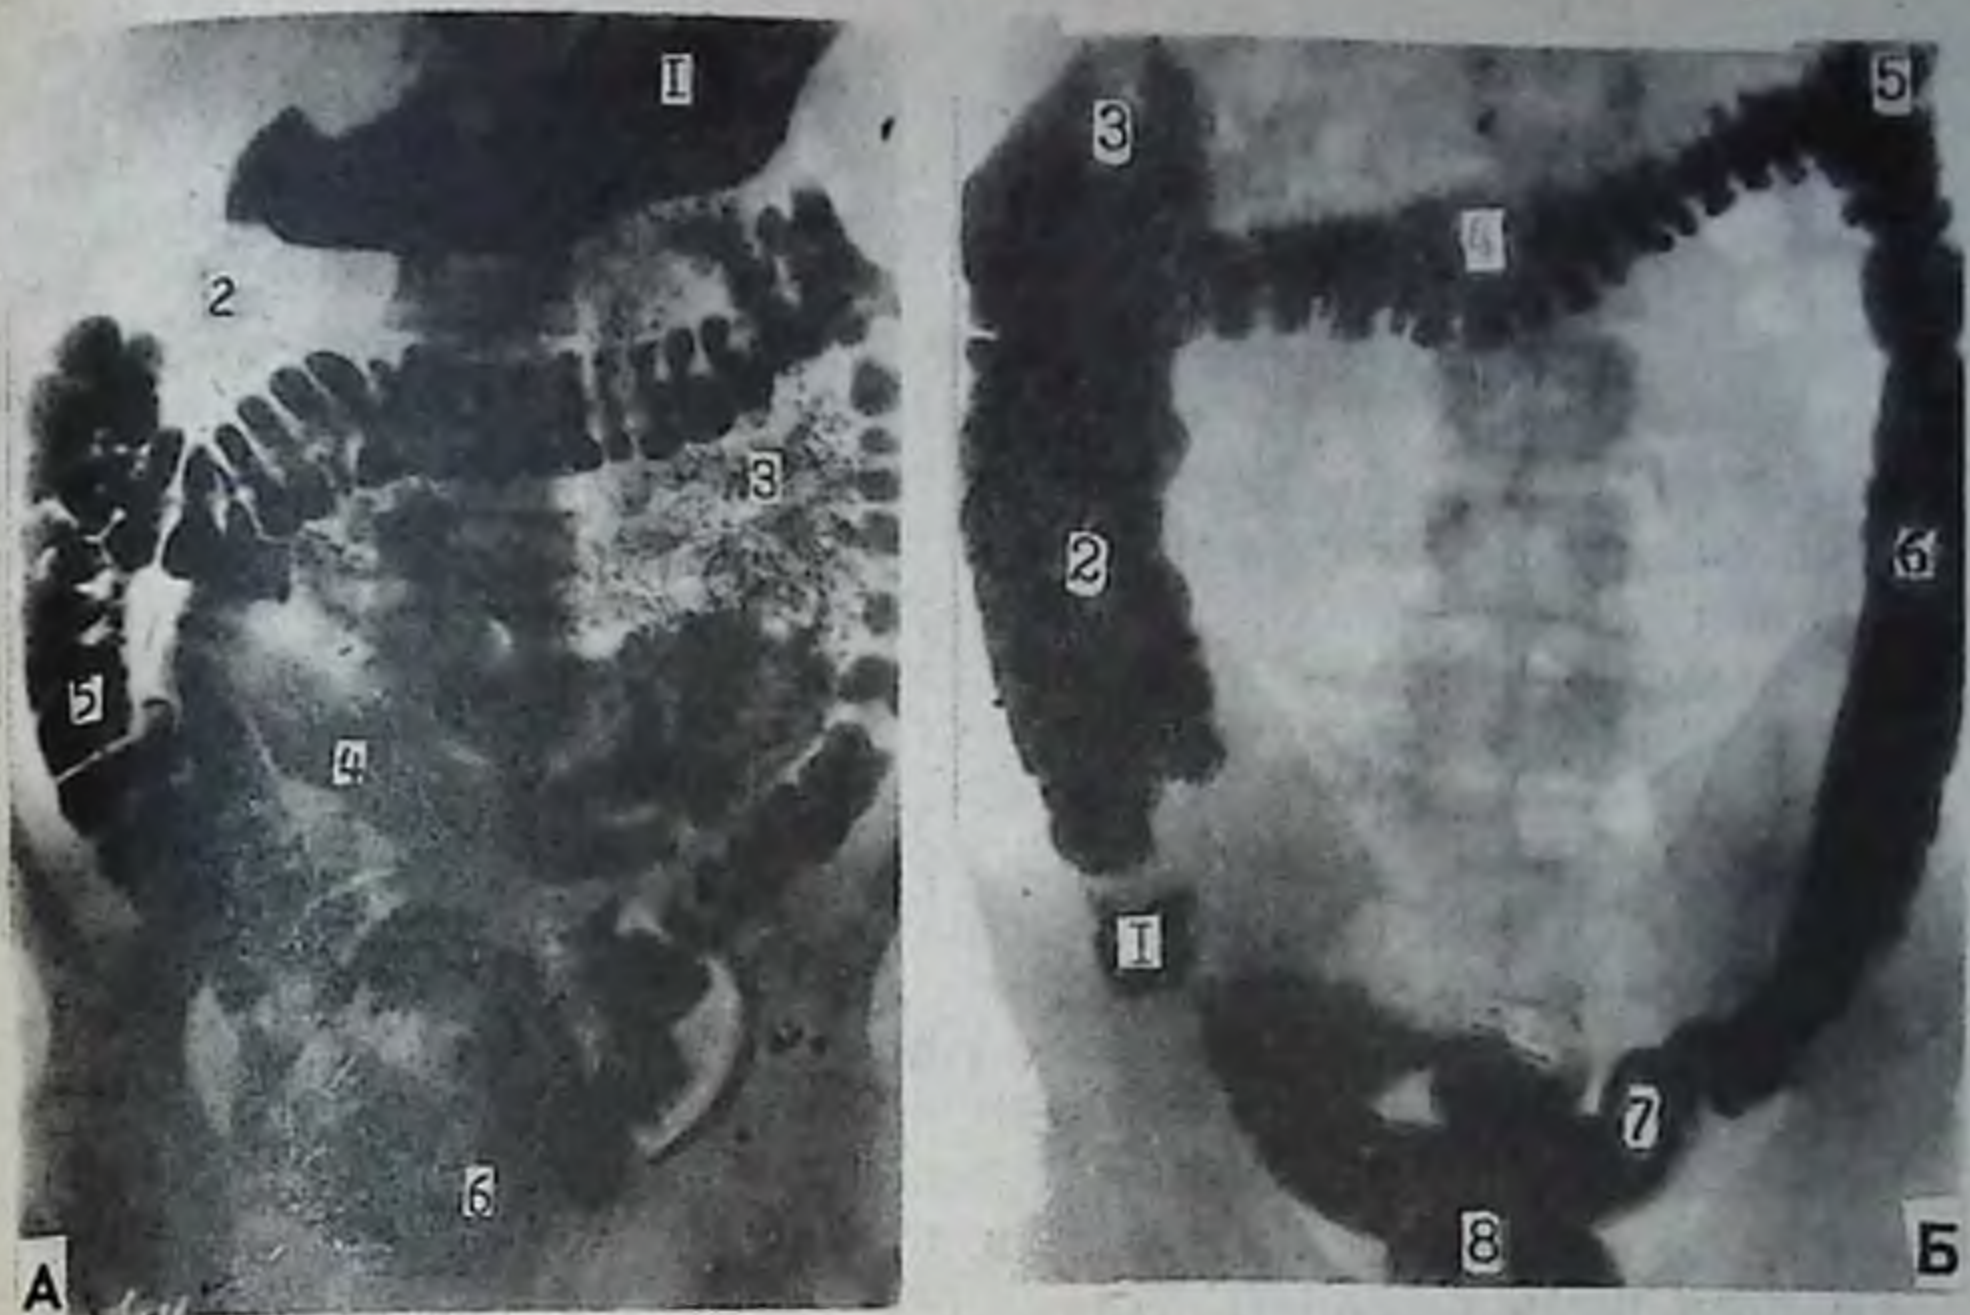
А — рентгенограмма желудочно-кишечного тракта в положении больного лежа на спине через 1 час после приема сульфата бария:
